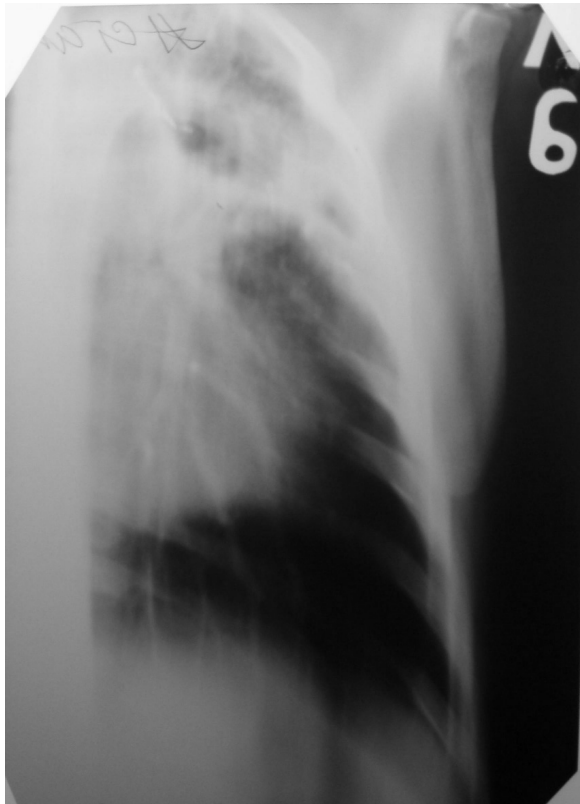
Томограма лівої легені хворої А. до лікування.
